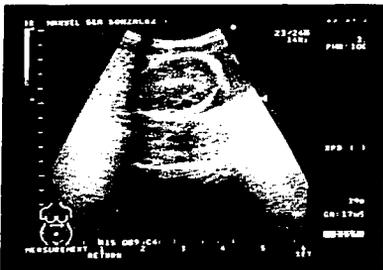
USG de macaca mullata en periodo de gestación. Se calcula diámetro biparietal, se localiza placenta, presentación y dorso del producto.
